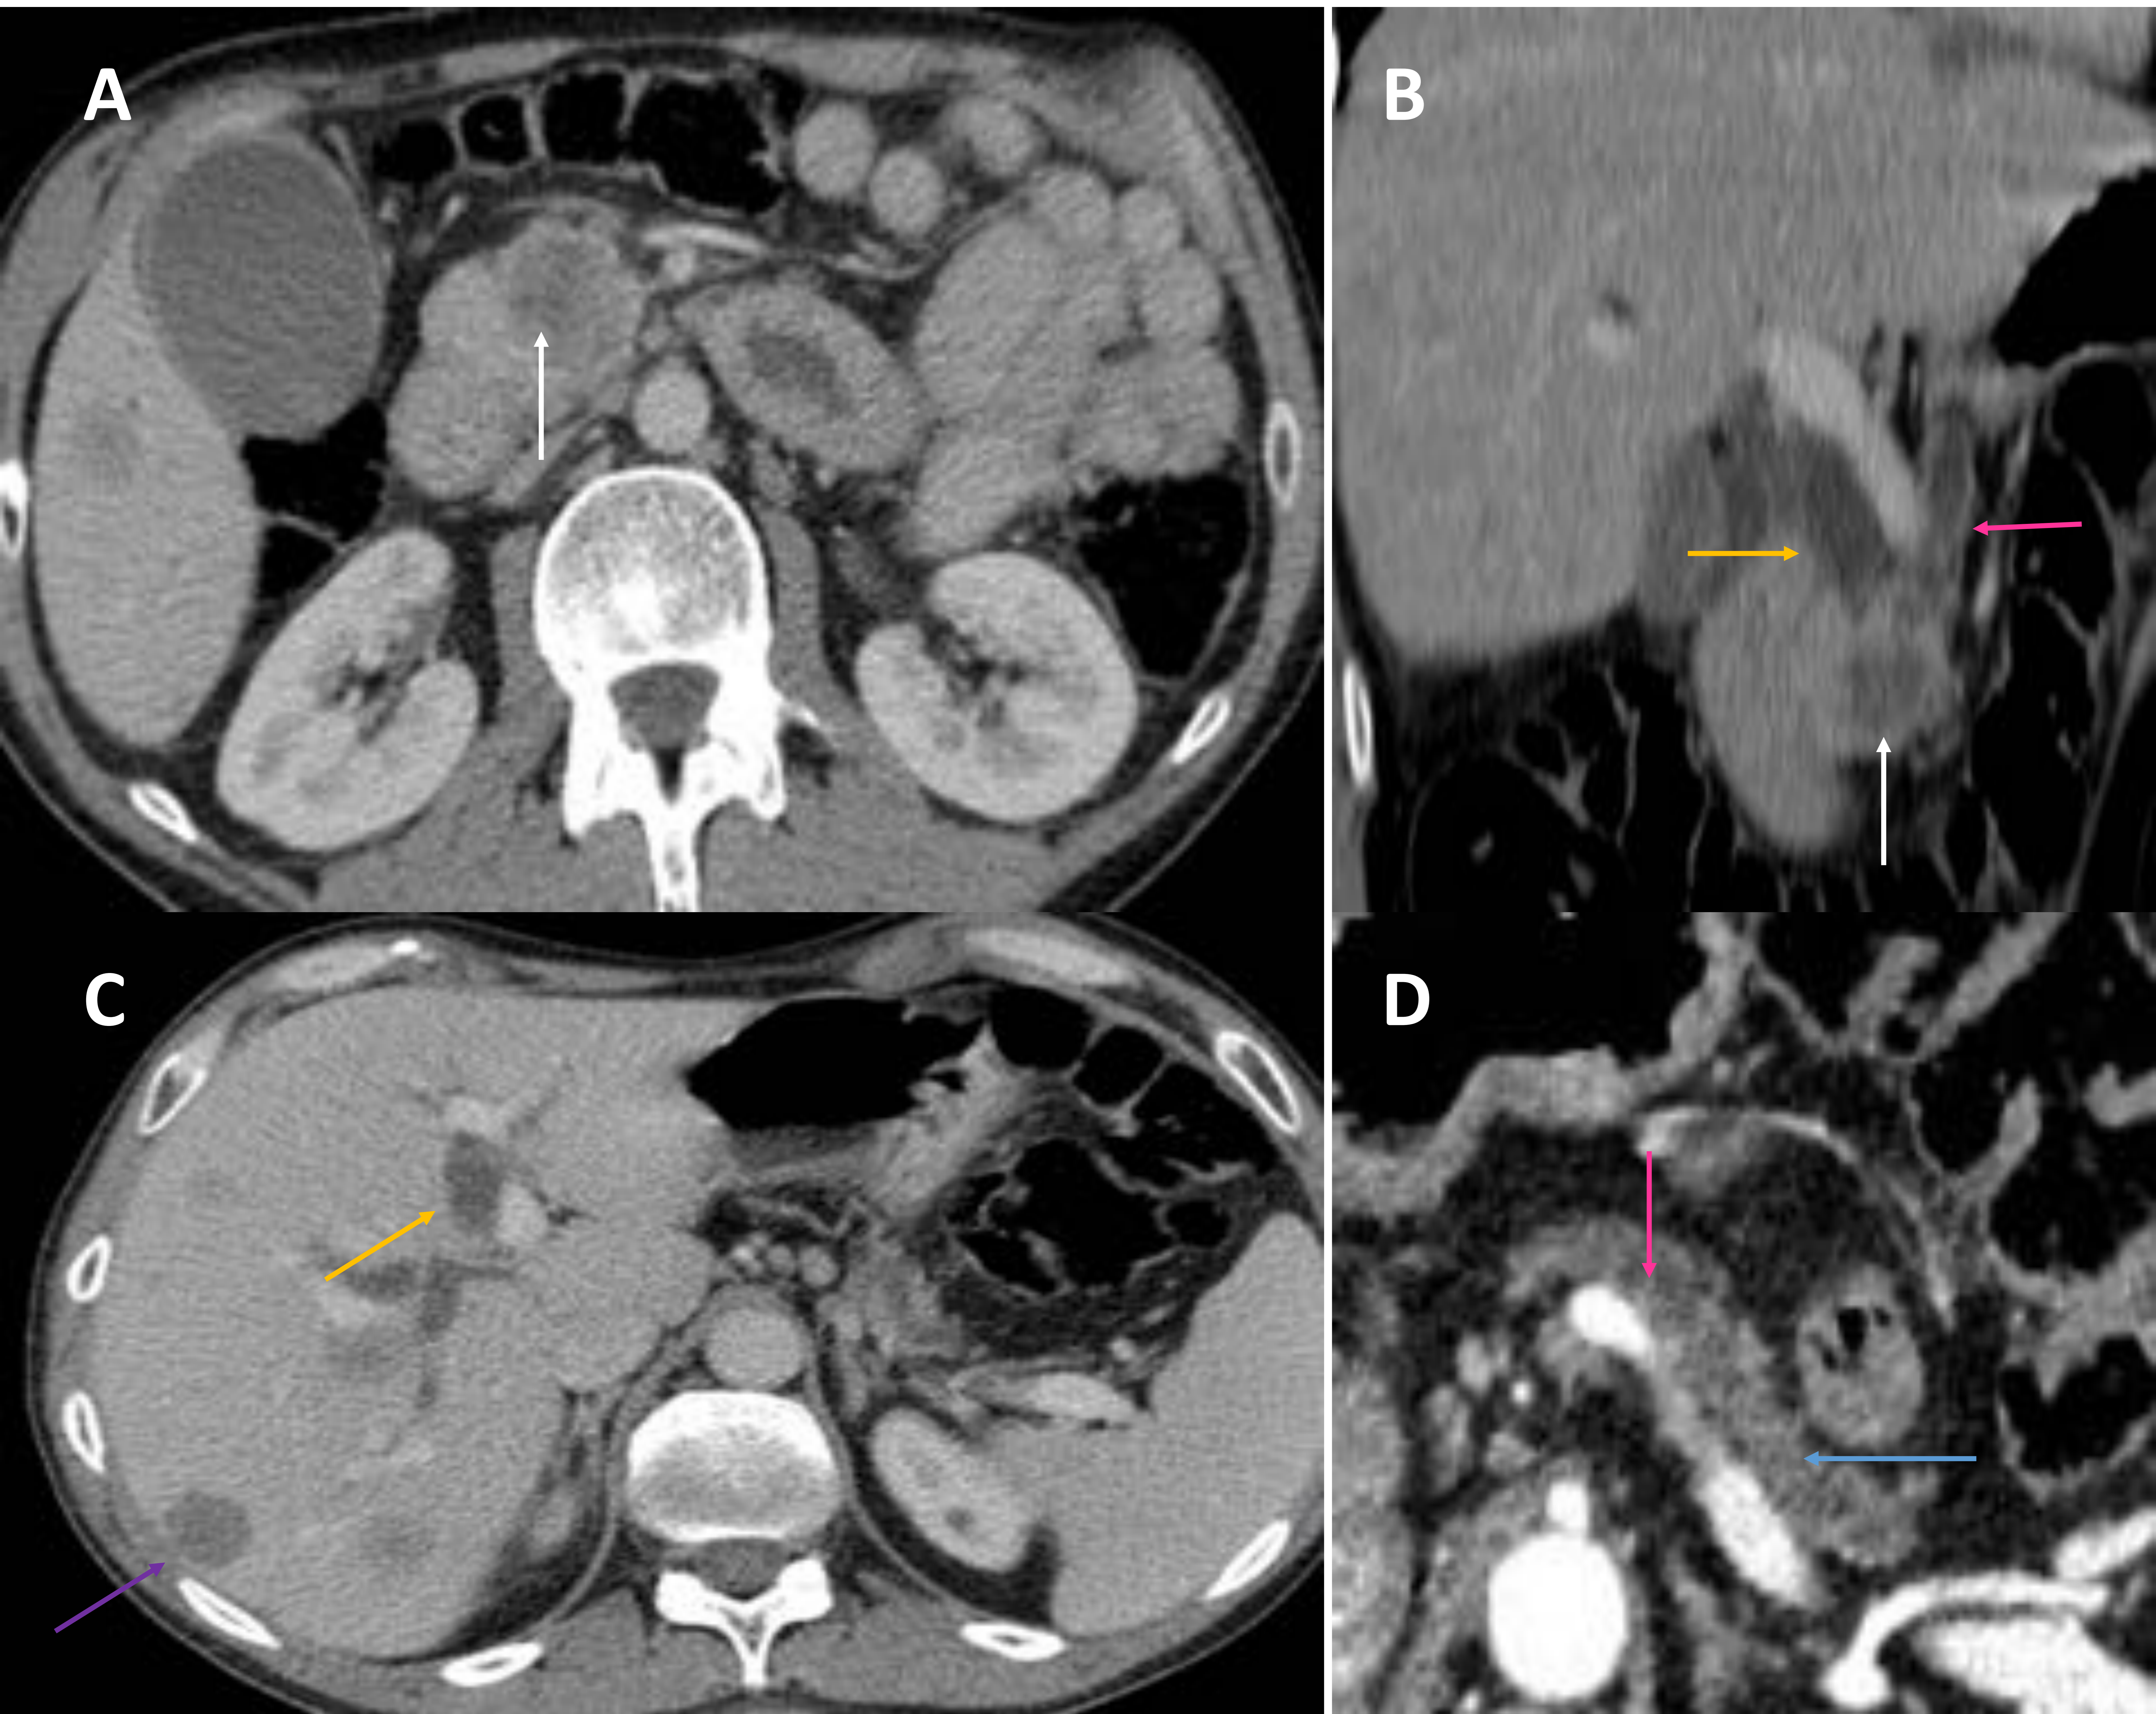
Mujer de 46 años con un TNEp indiferenciado (carcinoma neuroendocrino). La TC muestra una masa de bordes imprecisos e hipovascular en la cabeza pancreática (flecha blanca en imágenes A y B), que produce dilatación y amputación de la vía biliar (flecha amarilla en imágenes B y C) y del conducto pancreático (flecha rosa en imágenes B y D), con atrofia pancreática distal (flecha azul en imagen D) y metástasis hepáticas hipovasculares (flecha morada en imagen C). Aunque radiológicamente simula la apariencia de un adenocarcinoma, la biopsia de las metástasis hepáticas reveló que se trataba de un carcinoma neuroendocrino.
